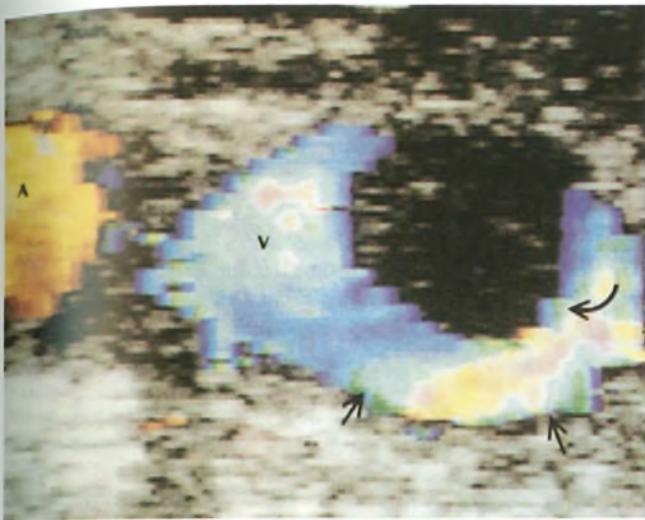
Eco-color-Doppler della vena femorale comune dove è ancorato un grosso trombo non occlusivo (di colore nero) (A = arteria femorale comune; V = vena femorale comune in blu). La parete venosa è indicata dalle frecce diritte; la freccia curva indica il trombo.
